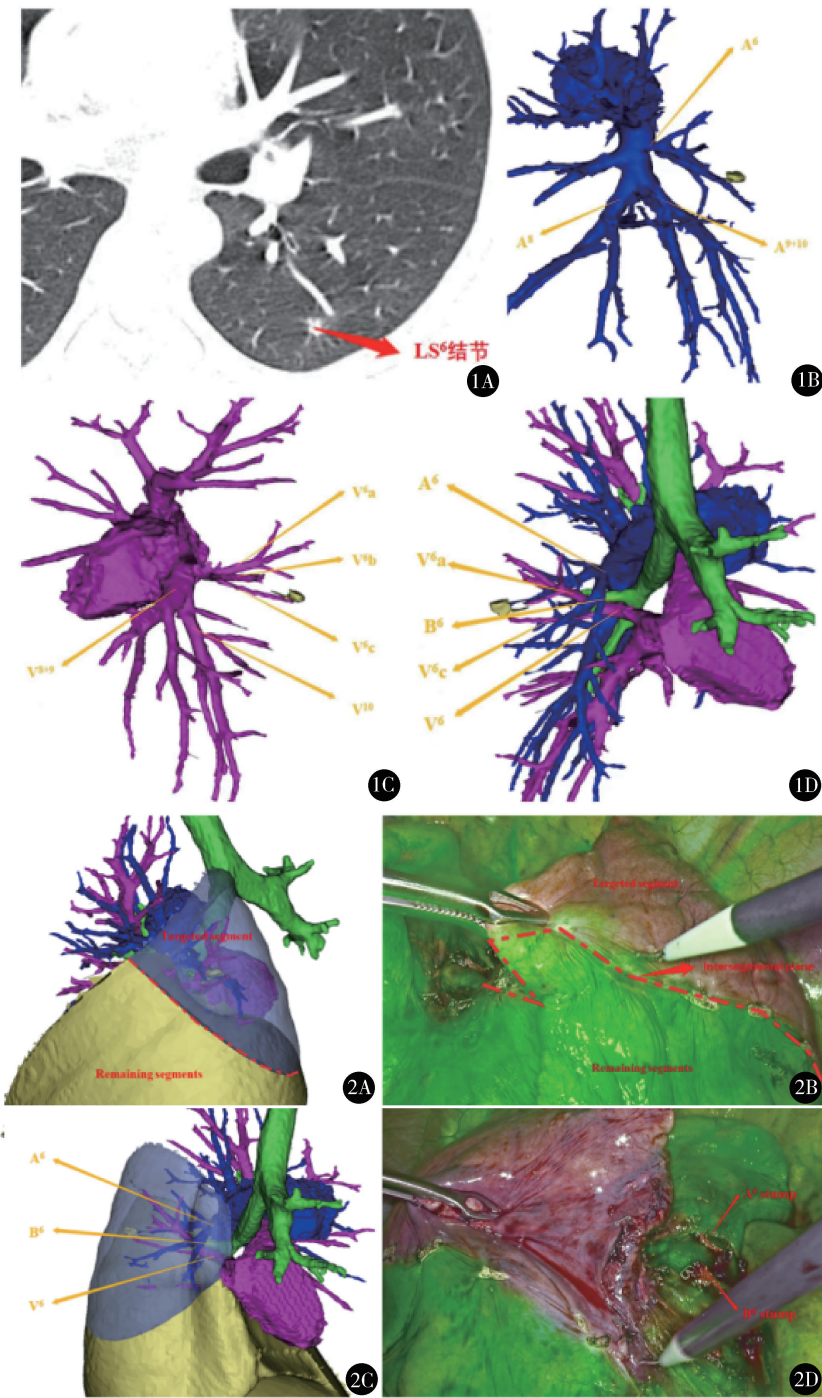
术前CT和三维重建 A.2D-CT平扫左肺背段S<sup>6</sup>见一10 mm结节;B.动脉重建; C.静脉重建;D.动脉、静脉和支气管重建 图2 左肺背段S<sup>6</sup>术前三维重建构建的虚拟段间平面和术中荧光显示的真实段间平面 (A,B.前面观;C,D.后面观)
